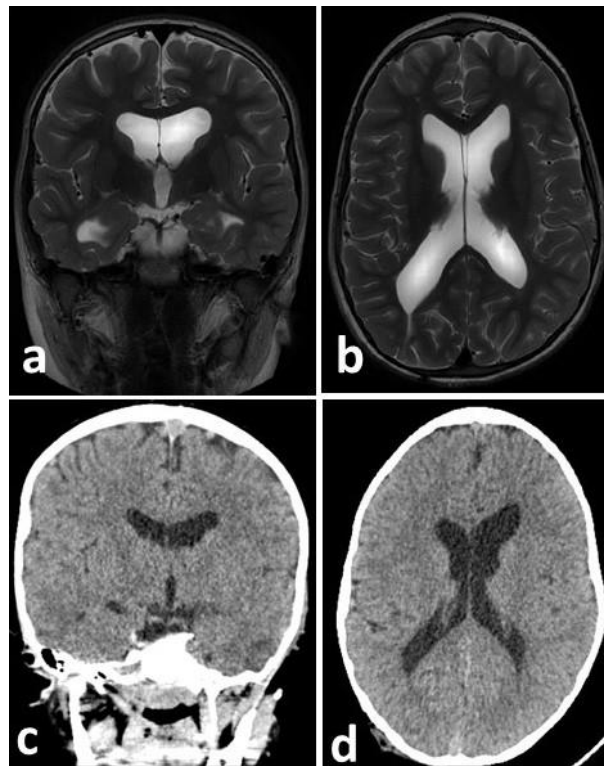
a, b- данные МРТ исследования головного мозга в T2-взвешенном режиме; c, d - МСКТ г/м в послеоперационном периоде. Отмечается состояние после удаление ВПШ из затылочного рога правого бокового желудочка. Желудочки головного мозга расширены
